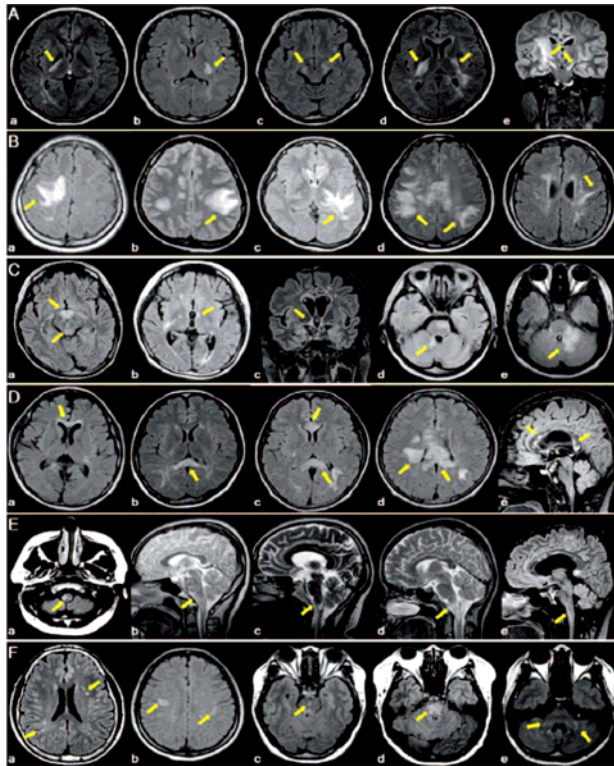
Brain MRI lesions in aquaporin-4-antibody-positive patients. 13 A, corticospinal tract lesions; B, extensive hemispheric lesions; C, periependymal lesions surrounding the third or fourth ventricle; D, periependymal lesions surrounding lateral ventricles; E, medullar lesions, often extending from the cervical cord lesions; F, non-specific lesions.
